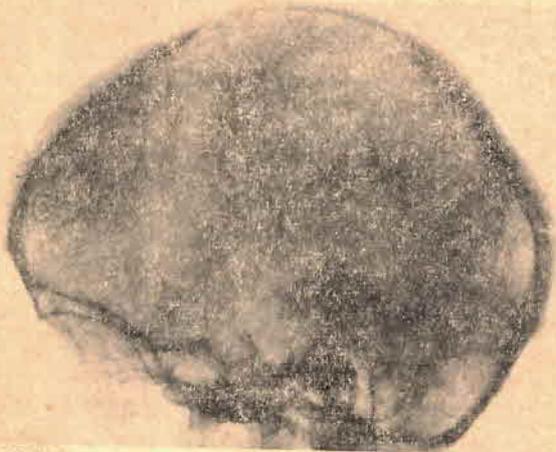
Patient Friedrich M., Schädelröntgen, seitliche Aufnahme: Formanomalie der Schädelkapsel, mangelhafte sekundäre Nahtverzahnung, dünne groblüchtige Knochenstruktur der vorderen Schädelgrube
